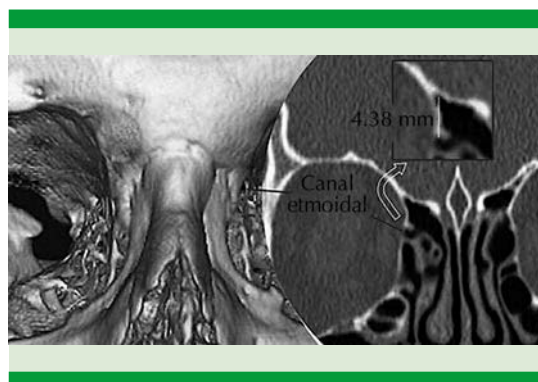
Canal etmoidal en una reconstrucción tridimensional y en un corte coronal de tomografía simple de macizo facial. Se ejemplifica la medida del borde externo del techo etmoidal al canal etmoidal anterior en un recuadro amplificado.
